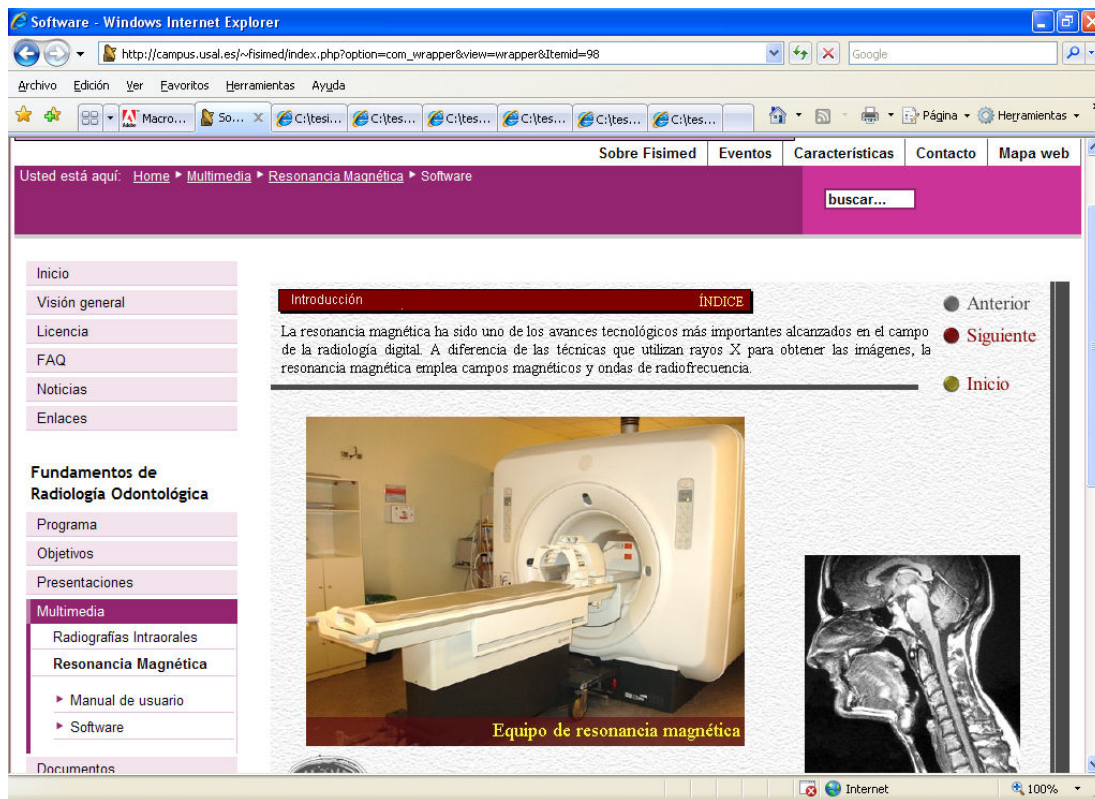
Multimedia de Resonancia Magnética en *Fisimed*, canal ligero.
